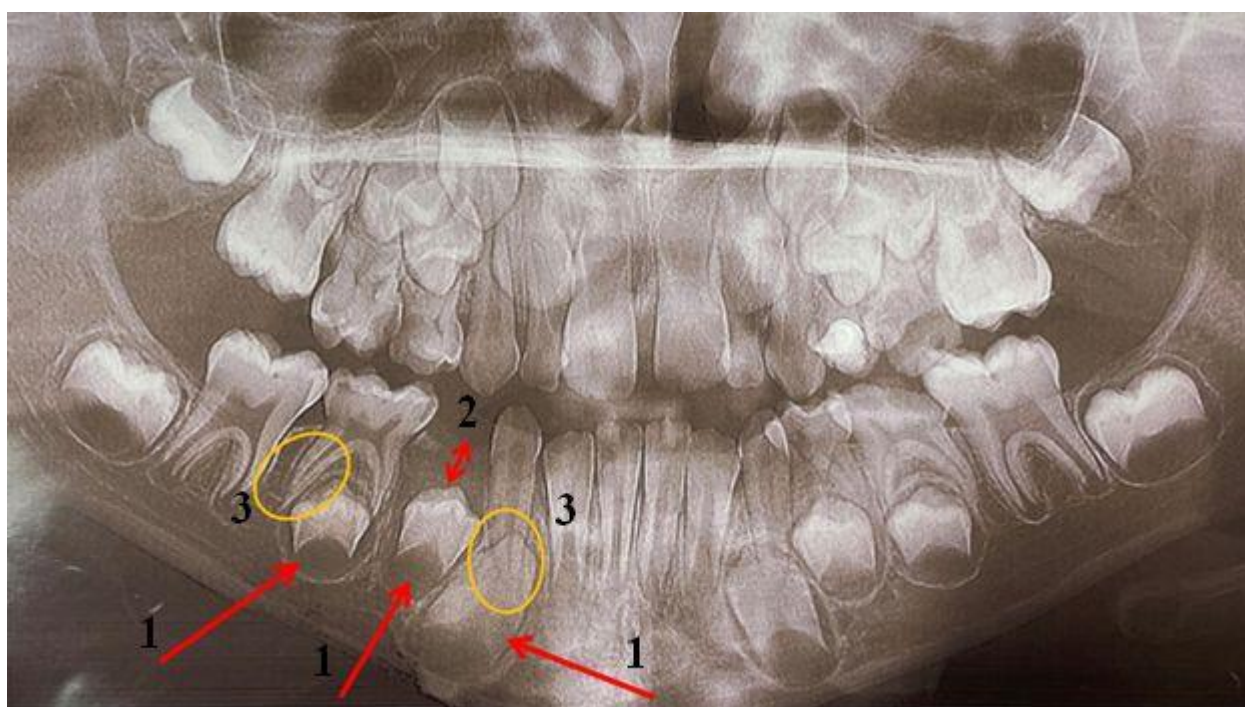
Анализ ортопантомограммы при определении показаний/противопоказаний для применения профилактической дентальной клипсы
